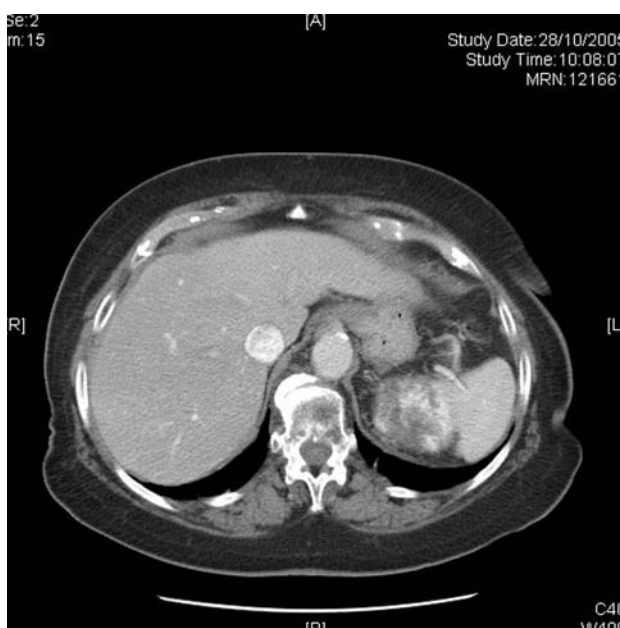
TC abdominopélvica con contraste. Masa heterogénea en polo superior del riñón izquierdo.
